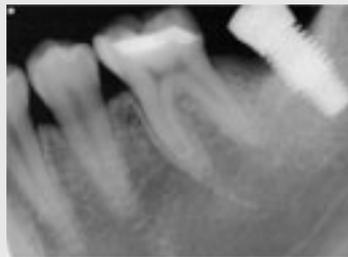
Pre-operative periapical radiograph of the affected site. Note the marginal bone loss up to the third or fourth thread.
